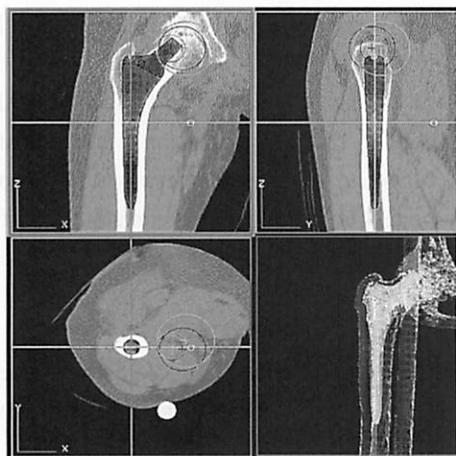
CT 画像上での ROBODOC の手術計画
